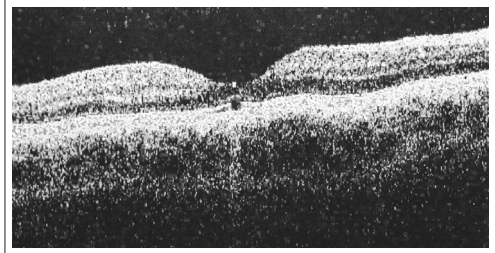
Оптична когерентна томограма сітківки хворого на хоріоретинальний опік: зменшення товщі фоторецепторного шару, пігментного епітелію сітківки, шару хоріокапілярів
